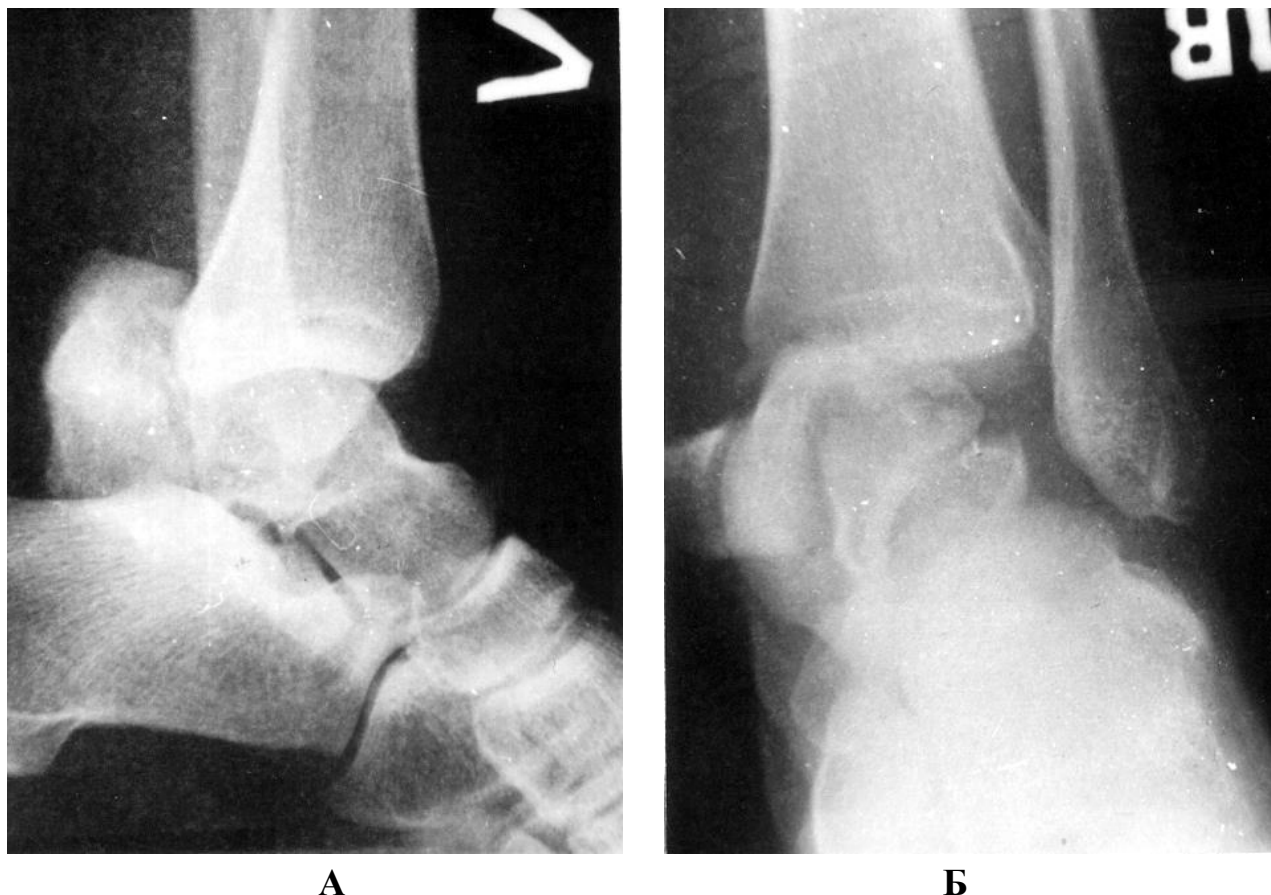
Фотоотпечатки с рентгенограмм голеностопного сустава и корня стопы (профиль, фас) б-й 3., 18 лет, и.б. №3669 после травмы. А – отмечается вывих блока таранной кости кзади с сохранением части контура блока. Б – определяется перелом внутренней лодыжки, которая смещена и ротирована во фронтальной плоскости, имеется наложение нескольких костных фрагментов на уровне корня стопы в проекции блока, что делает невозможным четко определить характер перелома таранной кости и смещения фрагментов.
